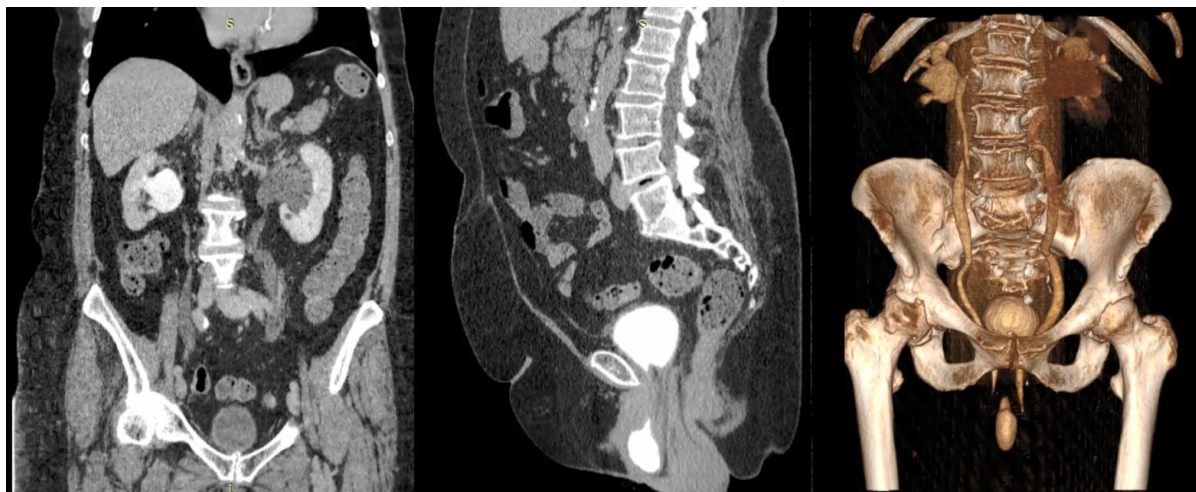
МСКТ брюшной полости и малого таза с контрастированием. Определяются расширенные ЧЛС (лоханка до 32-33 мм, чашечки до 115 мм) и мочеточники (до 11 мм), определяется мочевой пузырь в виде «песочных часов»
